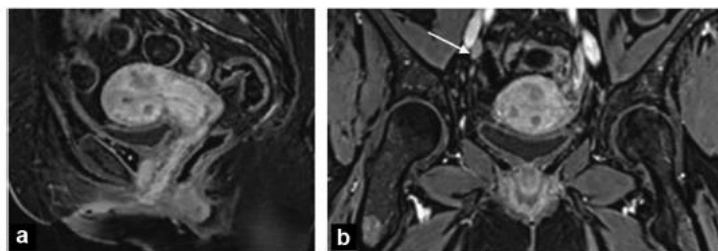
IRM pelvienne en pondération T2 BLADE chez une patiente atteinte d'un lymphome diffus à grandes cellules B. a : coupe sagittale montrant un épaissement diffus et homogène du myomètre qui apparaît en signal T2 intermédiaire ; b : coupe axiale montrant l'ovaire droit (1) et l'ovaire gauche (2) de taille normale mais de signal T2 intermédiaire.
